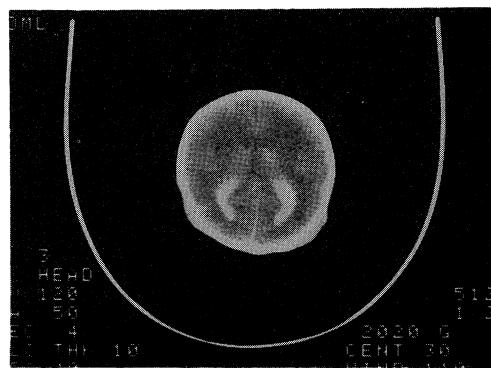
Cranial CT scan of case 5 shows bilateral intraventricular hemorrhage with ventricular dilatation.
